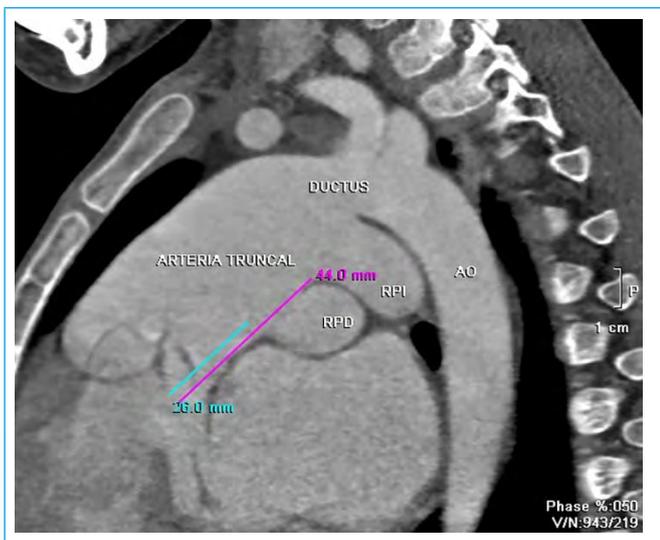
Eje sagital de la angio-TC. Del TAC emergen las ramas pulmonares derecha (RPD) e izquierda (RPI) dilatadas. Éste se continúa con PCA grande y aorta descendente (AO). En posición opuesta al ductus, salen las arterias carótida y subclavia izquierda
